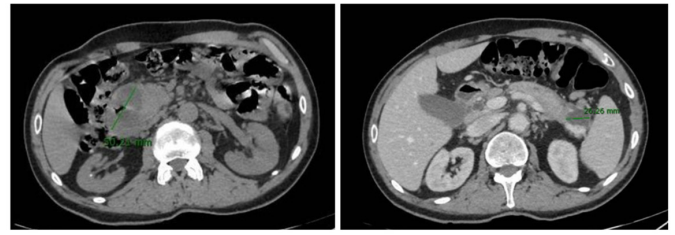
TC abdominal. Colecciones pancreáticas al ingreso (en cabeza y cola pancreáticas).
